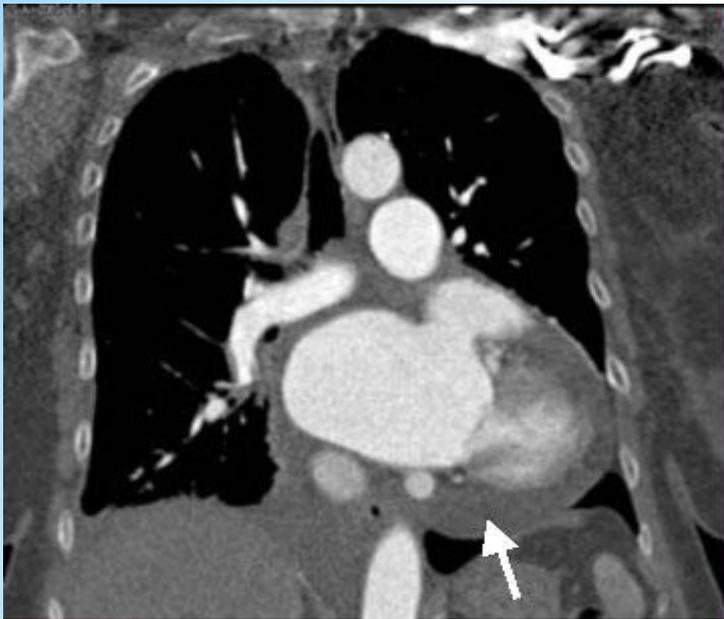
КТ средостения. Выпот в полости перикарда: а – незначительное количество (стрелки); б – значительное количество жидкости в полости перикарда и обеих плевральных полостях (\*)
